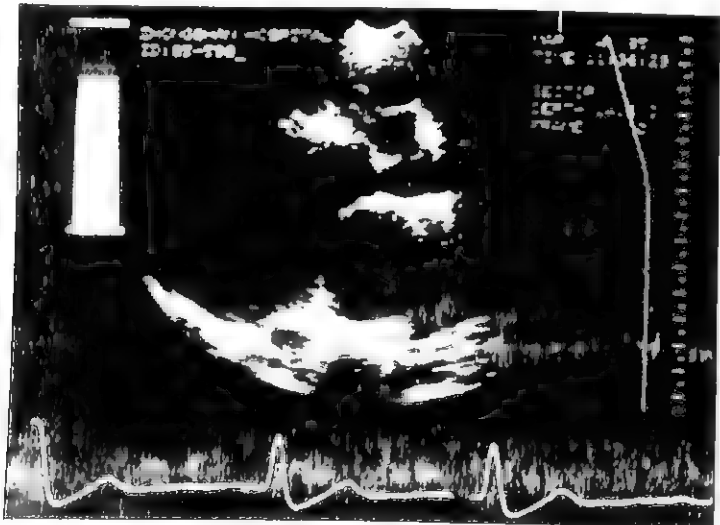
右主动脉窦动脉瘤破裂入右心室,二维超声心动图胸骨旁左心长轴切面像显示动脉瘤及其裂口
